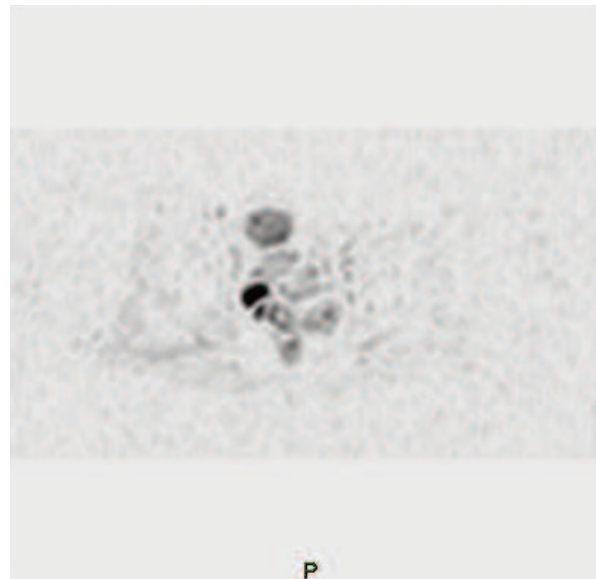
Immagine assiale DWI ottenuta con b=800. Lesione nodulare con restrizione della diffusività in corrispondenza della parete addominale.
